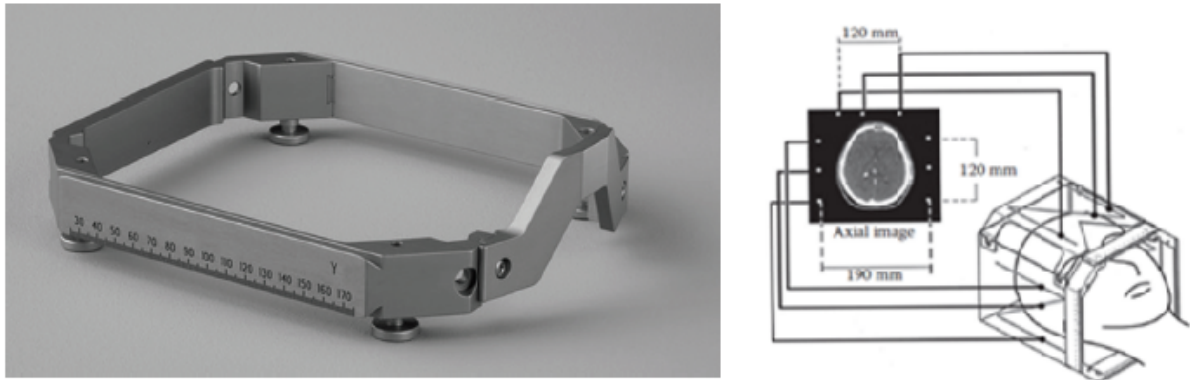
A la izquierda el Marco Estereotáctico de Leksell, y a la derecha el sistema para localización mediante tomografía computada. (Fuente: “Stereotactic Radiosurgery and Stereotactic Body Radiation Therapy” de Benedict et al.)
